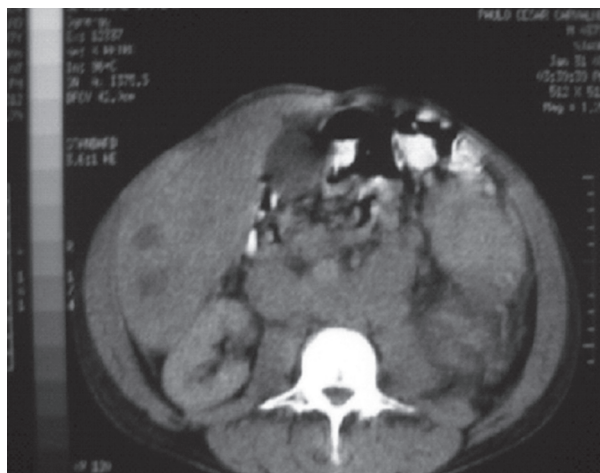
Tomografia de abdome: lesão expansiva renal esquerda, metástases hepáticas e massa linfonodal retroperitoneal.
